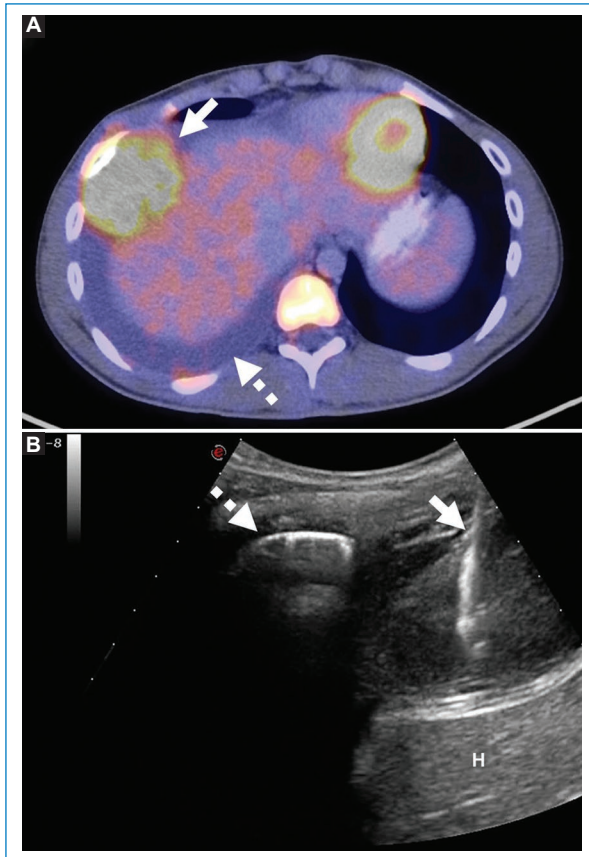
Hombre de 16 años en estudio por masa pulmonar basal descubierta en contexto de tumefacción torácica. A: imagen de fusión por PET-TC que muestra lesión pulmonar hipermetabólica (flecha) en contacto con la pared torácica, con derrame pleural asociado (flecha rayada). B: biopsia bajo ecografía de masa pulmonar (flecha). Nótese la línea ecogénica correspondiente a la pleura visceral (flecha rayada) y el hígado (H). Aguja utilizada: semiautomática 18 G (flecha) en forma coaxial. Diagnóstico final: sarcoma (con fusión BCOR-CCNB3).
